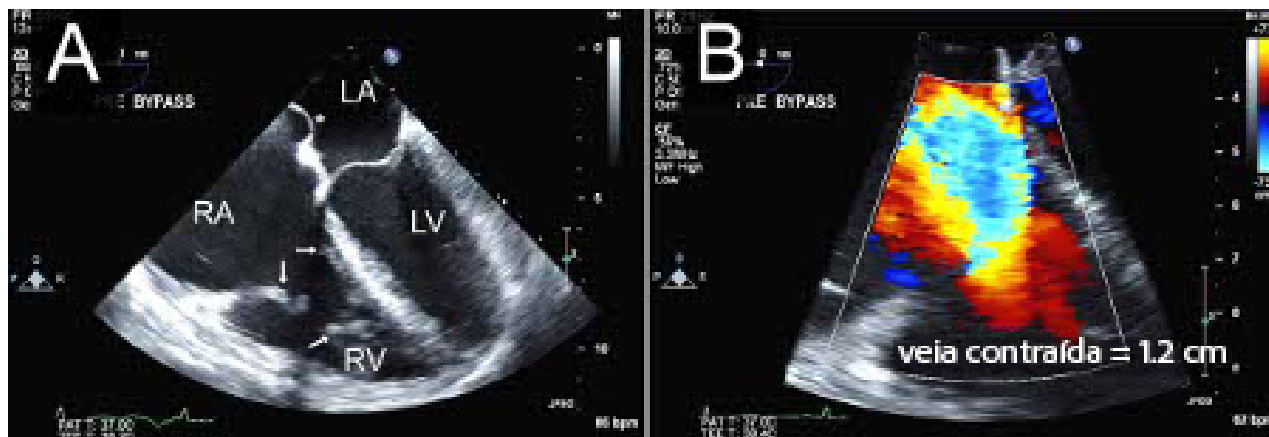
Regurgitação tricúspide grave devida à valvopatia carcinóide. A. Quadro sistólico da vista de 4 câmaras ao nível do meio do esôfago. Observe os folhetos tricúspides espessados e as cordas retraídas e espessadas, típicos de valvopatia carcinóide avançada (setas). O ventrículo direito e o átrio direito estão aumentados. O septo atrial está desviado para a esquerda, demonstrando que a pressão atrial direita é maior que a pressão atrial esquerda (asterisco). B. Doppler colorido demonstrando regurgitação tricúspide grave. Vena contracta com 1.2 cm, condizente com a lacuna de coaptação nas imagens 2D e fluxo praticamente livre entre o ventrículo direito e o átrio direito.
